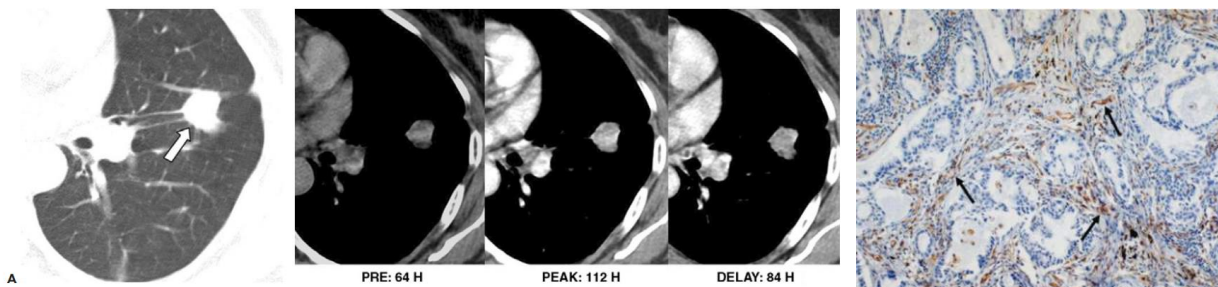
Mujer de 55 años con un adenocarcinoma pulmonar. Correlación positiva entre el grado de realce y la densidad de la microvasculatura en las técnicas de marcaje inmunohistoquímico. (A) Imagen axial de TC de 2,5 mm de colimación, con ventana de pulmón, que muestra un nódulo de 23 mm (flecha) en el lóbulo superior izquierdo. (B) Las medidas de la atenuación del nódulo en la TC espiral dinámica son propias de las lesiones malignas, con un pico de realce de 112 UH, realce neto de 48 UH y una caída posterior del realce (lavado) de 28 UH. (C) La medida de la densidad de la microvasculatura con técnicas de marcaje inmunohistoquímico para CD31 muestra un teñido parduzco oscuro (flechas), que indica una alta densidad vascular (x100).<sup>14</sup>
